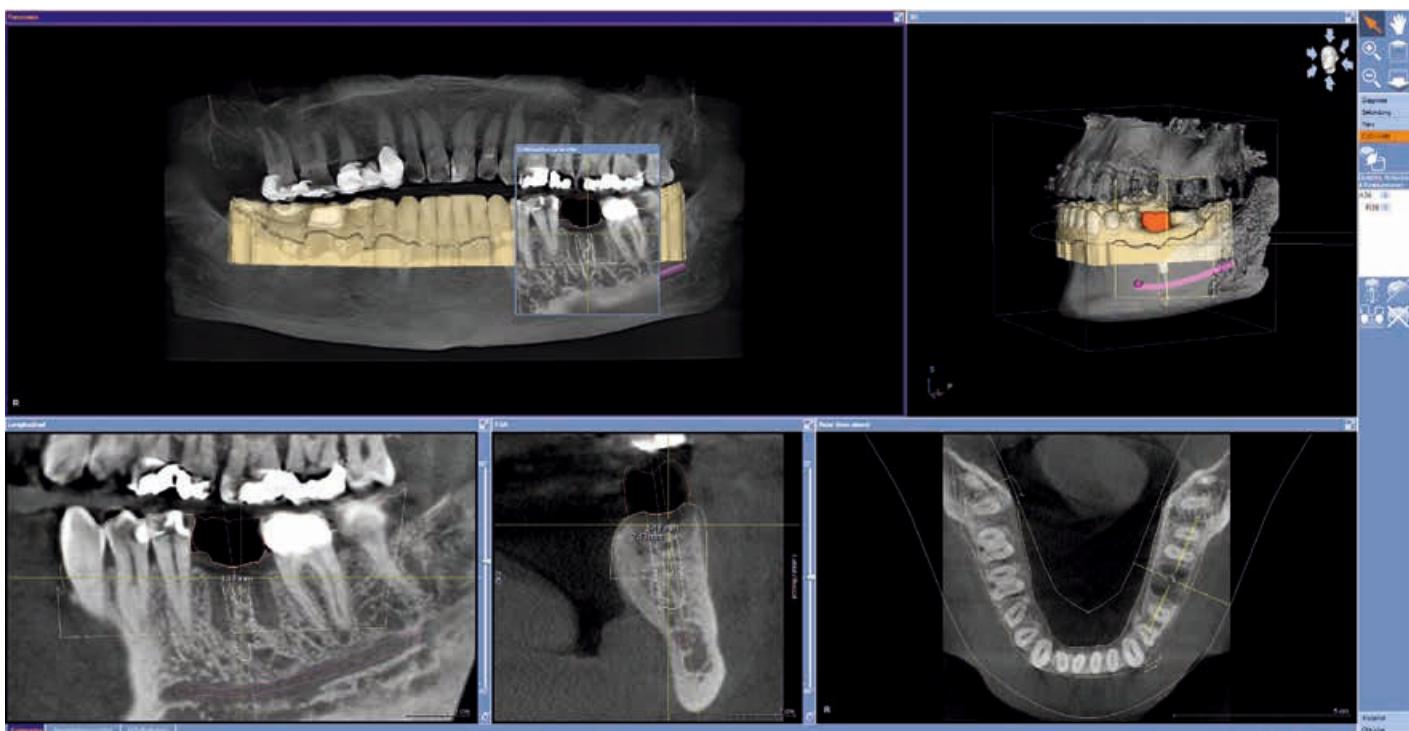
Datenmatching der geplanten Krone mit den 3D-Röntgendifferenzdaten
